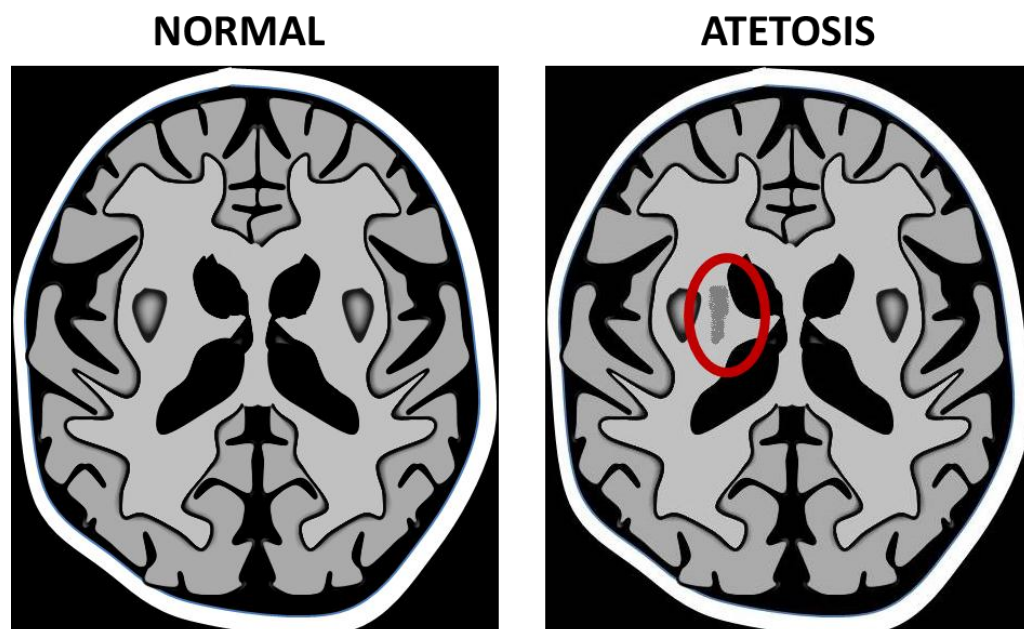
La atetosis es producida por lesión del núcleo putamen que pueden observarse en las RM.
